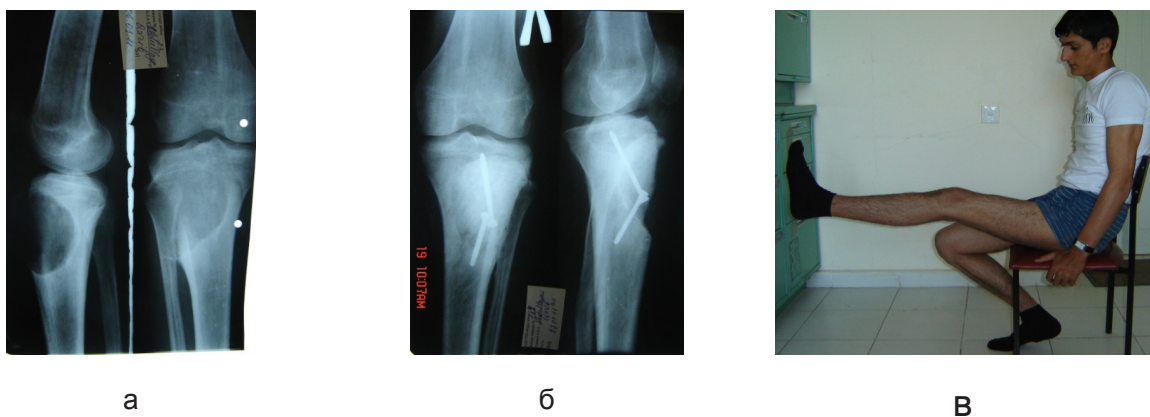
Больной А., и/б № 16, диагноз: Гигантоклеточная опухоль верхней трети левой большеберцовой кости: а) рентгенограмма до операции, б) после операции, в) функциональный результат через 2 месяца после операции
